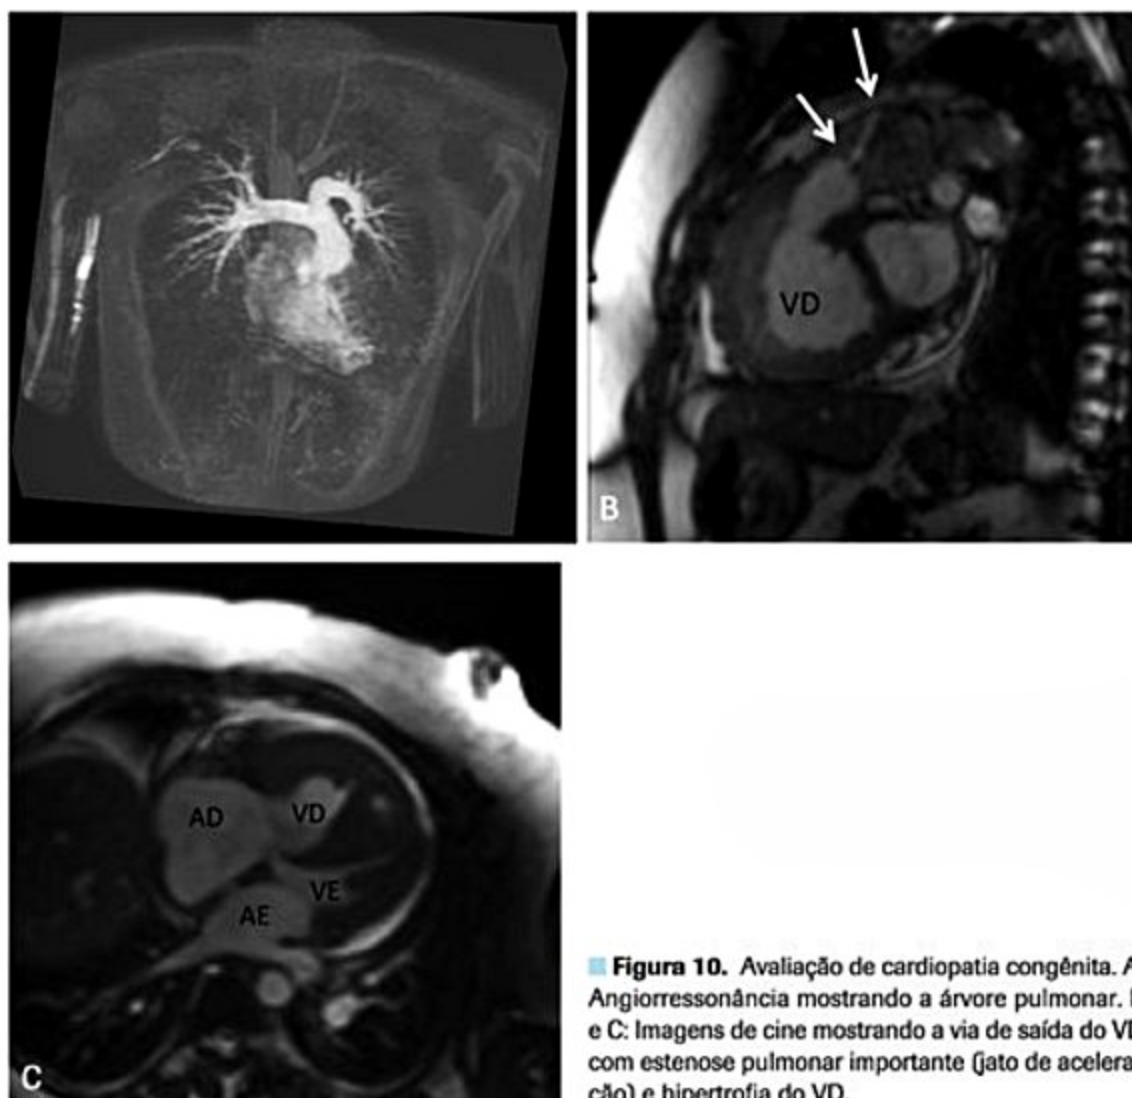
Avaliação de cardiopatia congênita. A: Angiorressonância mostrando a árvore pulmonar. B e C: Imagens de cine mostrando a via de saída do VD com estenose pulmonar importante (jato de aceleração) e hipertrofia do VD.
